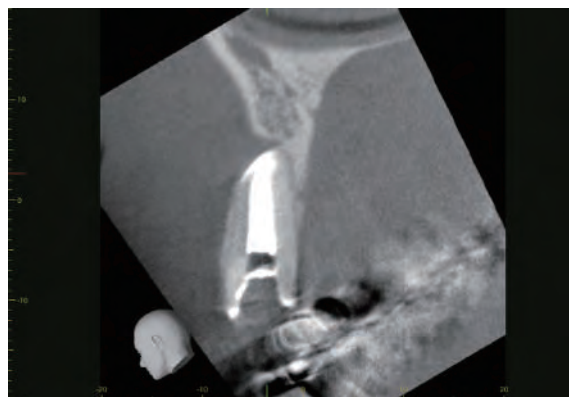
肉眼下での従来法の根切を受けた患者のCBCTの矢状断面像
